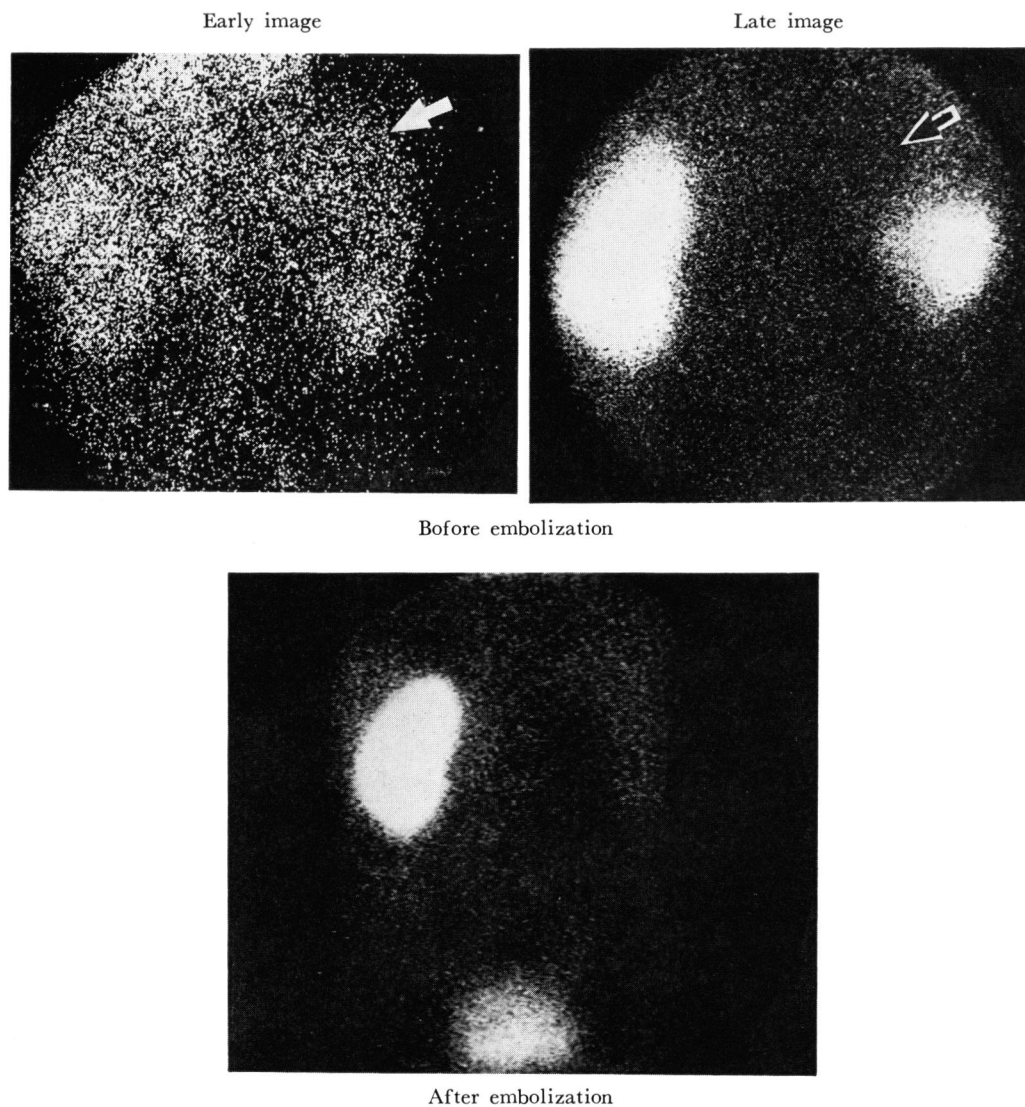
^{99m}Tc -DMSA renal scintigrams before (upper) and after (lower) embolization. An open arrow indicates a hot area with DMSA uptake in the early image, while a closed arrow a cold area without DMSA uptake.
